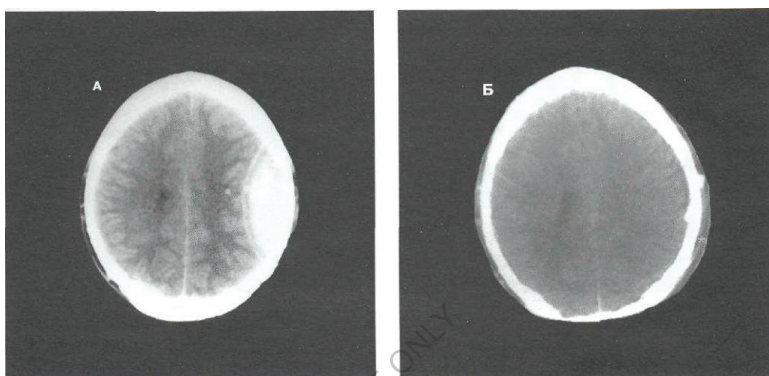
Острая эпидуральная гематома в височно-теменной области слева у мальчика 14 лет. А – КТ до операции. Б – КТ после чрезфрезевого эндоскопического удаления гематомы
